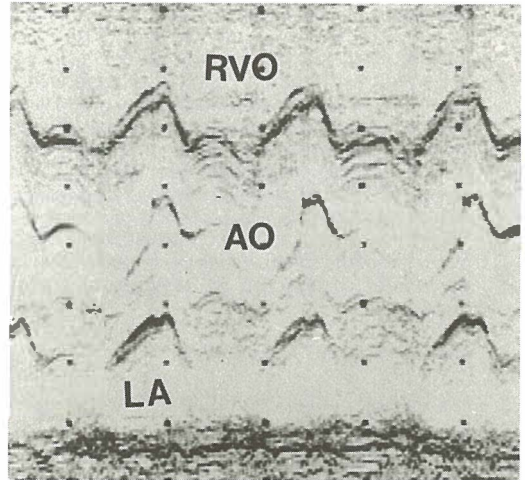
M-mode echocardiogram of aortic root aneurysm. RVO = right ventricular outflow tract, AO = aorta, LA = left atrium
